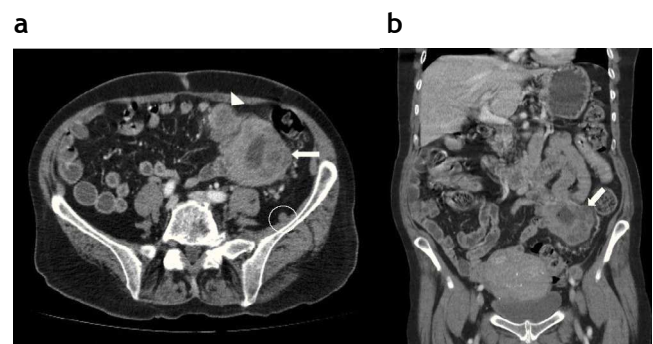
Cortes (a) axial y (b) coronal de tomografía computada: se aprecia una lesión intestinal polilobulada y heterogénea con centro necrótico (flecha blanca). Adyacente a esta, se evidencia un implante tumoral de menor tamaño (punta de flecha blanca). En relación con el músculo ilíaco izquierdo, se localiza un nódulo isodensito subcentimétrico (círculo blanco).
